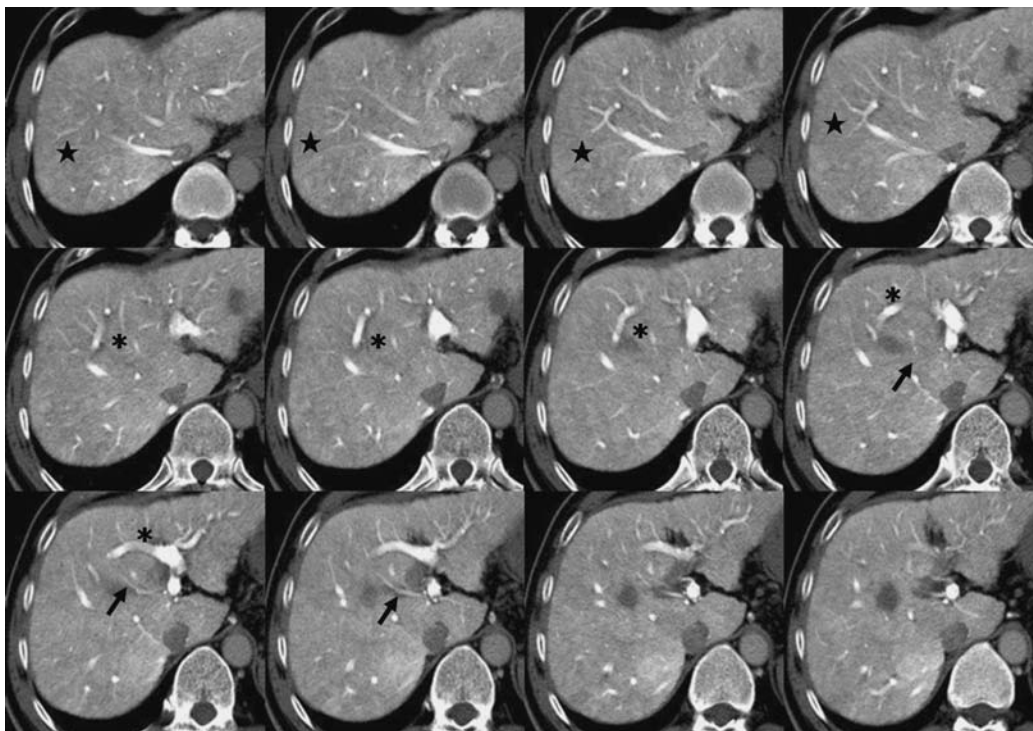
CT during arterial portography (CTAP). Left medial portal branch (*) runs toward right superior anterior subsegment of the liver (★). Right superior anterior portal branch is small in diameter and disappears at the proximal portion of right superior anterior subsegment of the liver (arrow).
